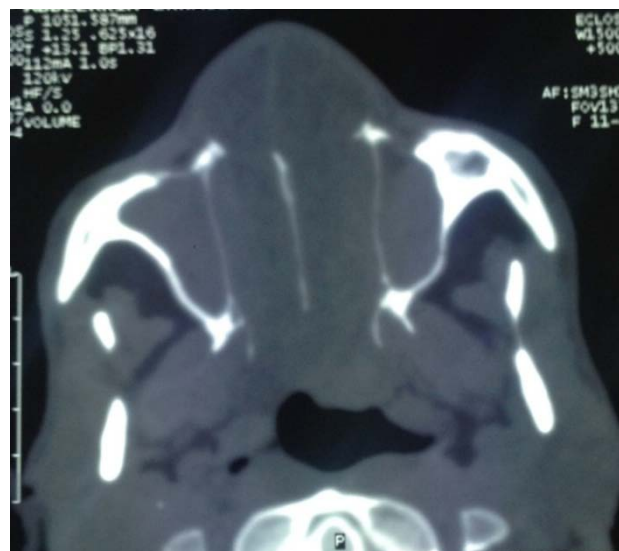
TDM en coupe axiale montrant un aspect de polypose de Woakes (Iconographie service ORL, Pr RAJI).
